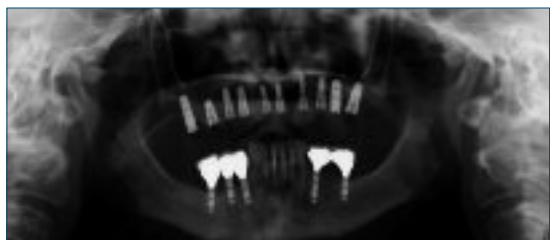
Controllo ortopantomico degli impianti.
